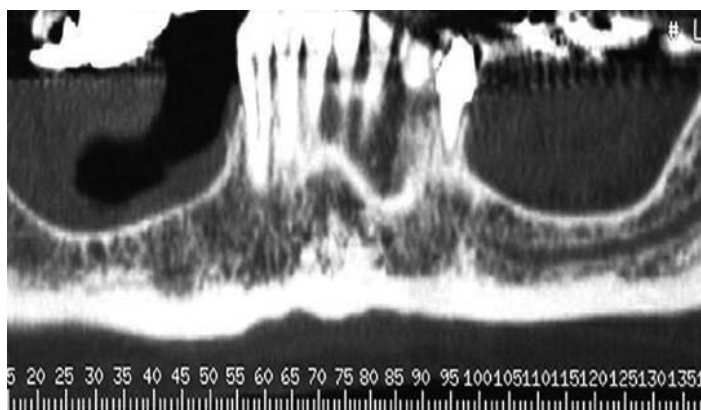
КТ перед началом лечения.
